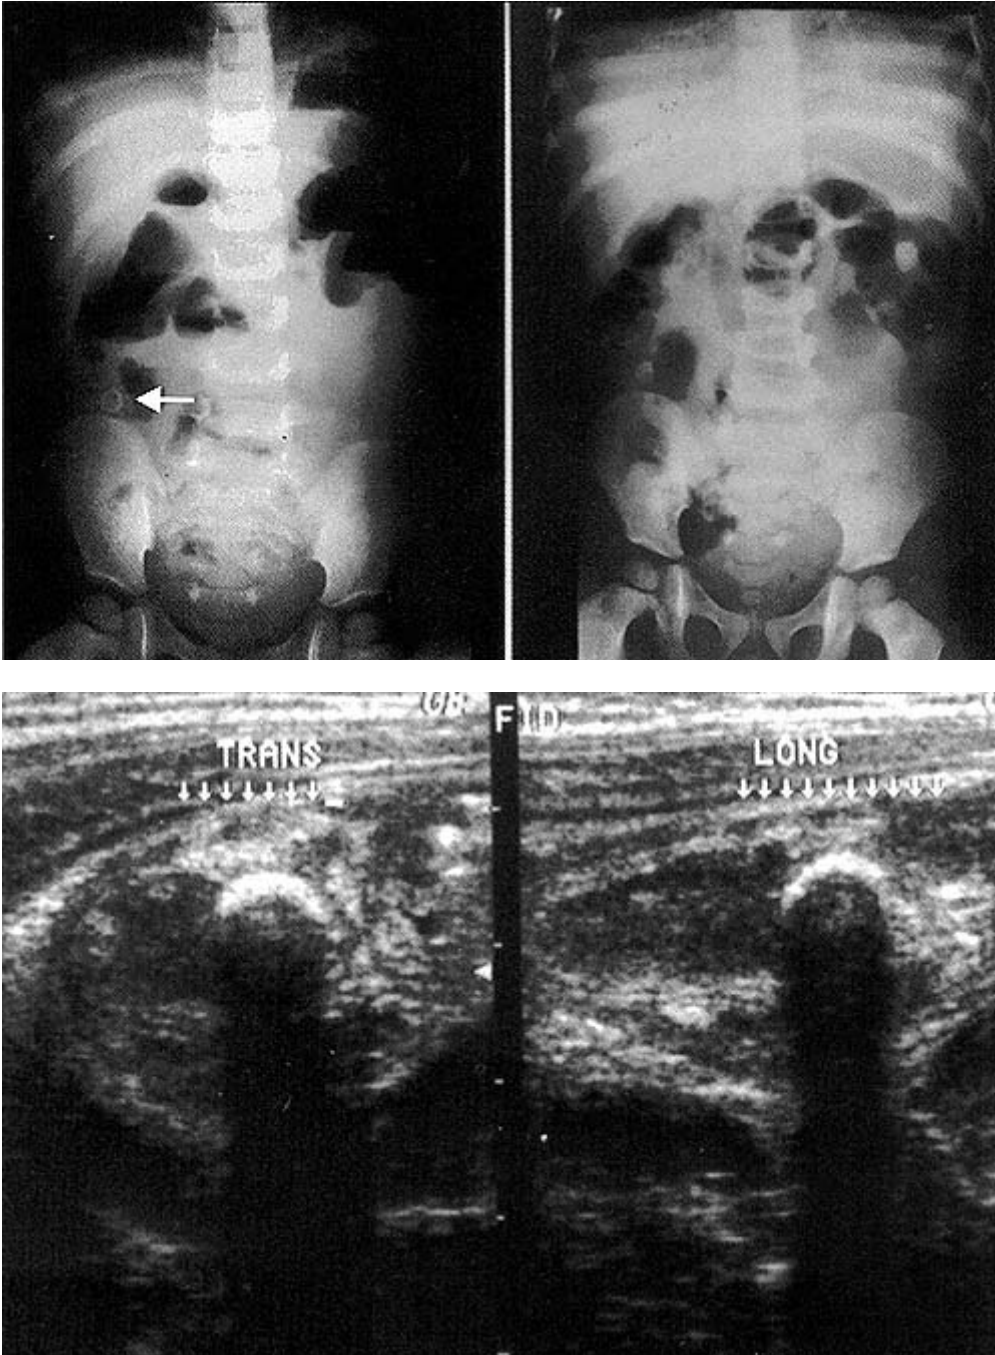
Criança com um ano de idade, apresentando dor abdominal há 12 horas. A radiografia simples demonstra imagem densa e arredondada na fossa ilíaca direita, compatível com apendicolito (A). Foi complementado o estudo com ultra-sonografia, que demonstrou imagem tubuliforme, com apendicolito no interior e líquido ao redor, compatível com apendicite perforada (B).
